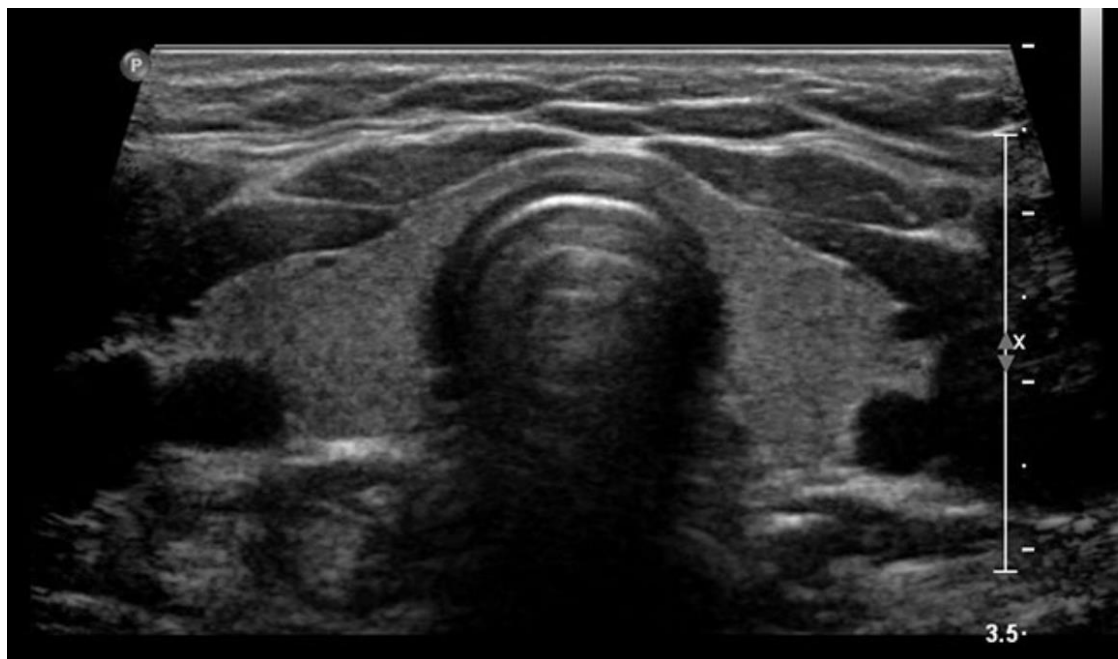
Imagen de ecografía tiroidea, en la que se objetiva la glándula tiroidea completa sin alteraciones.
